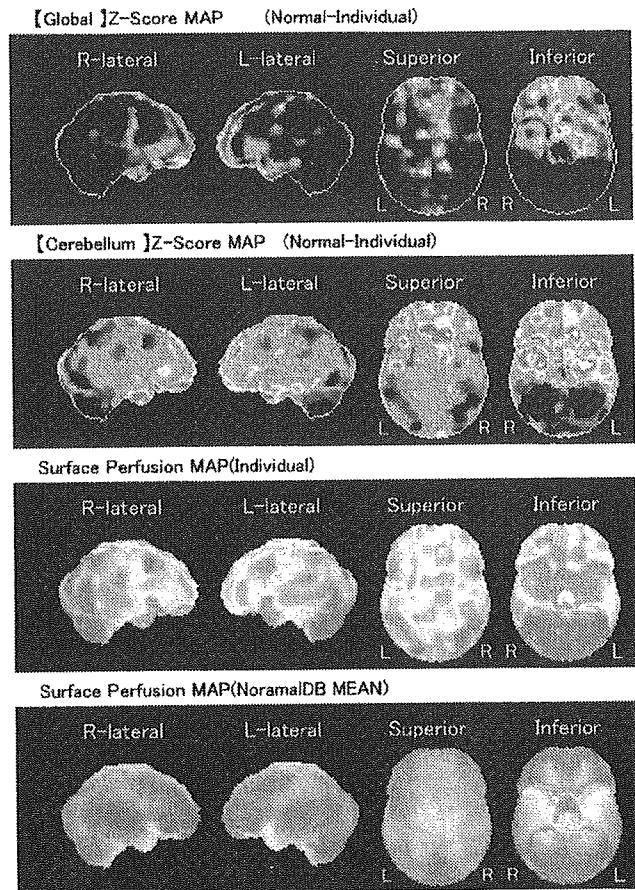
自験AJFNHE例のMRIと脳血流SPECT所見
